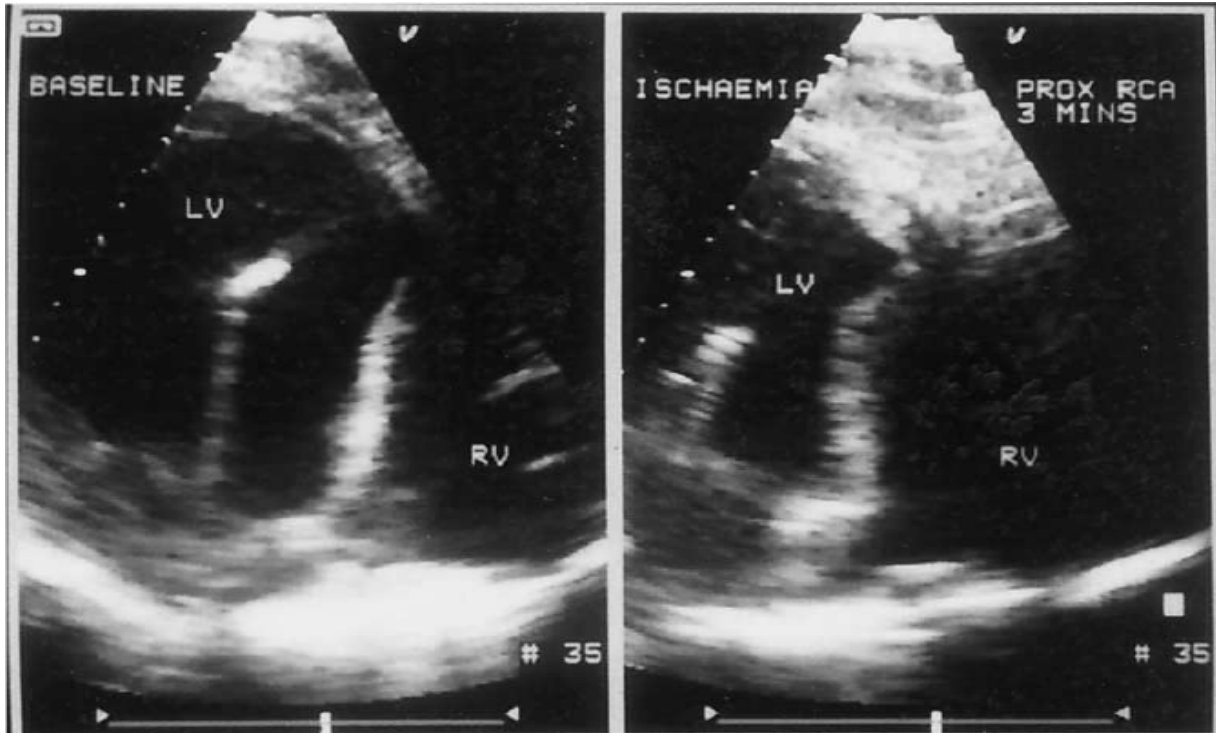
Echocardiographie transœsophagienne montrant le déplacement de la position du septum interventriculaire au cours d'un infarctus du ventricule droit avec un péricarde intact.
